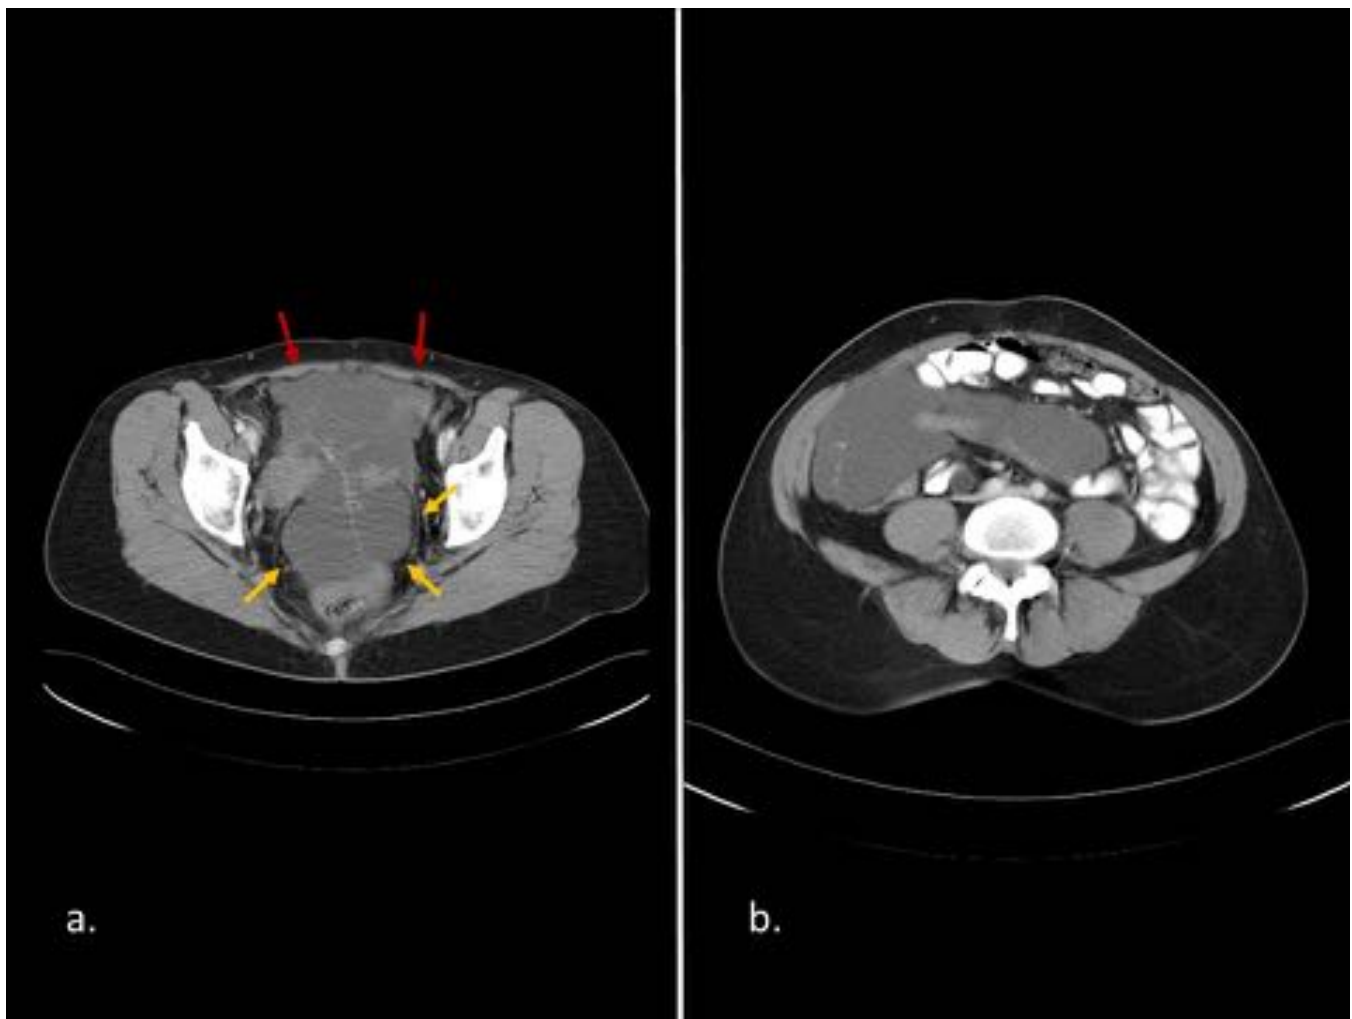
Adenocarcinoma papilar seroso de ovario en mujer de 48 años con implantes en mesenterio y epiplón. Imágenes de TC axial con contraste oral e iv. (a) Se identifica masa quística multiloculada en pelvis dependiente del ovario izquierdo (flechas amarillas), acompañada de múltiples lesiones de similar aspecto anteriores a la misma (flechas rojas). (b) Plano craneal a (a) donde se identifican más implantes tumorales de similar aspecto al primario en epiplón y en mesenterio.
